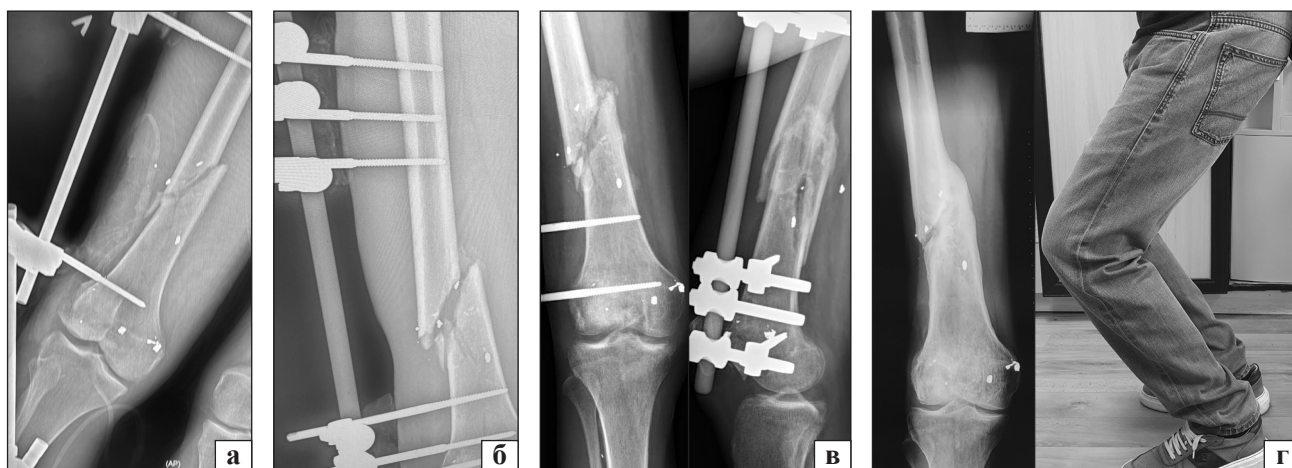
Рентгенограми та фото постраждалого З., 47 років на етапах лікування: а) після ПХО та фіксації кінцівки зовнішнім апаратом; б) після заміни конфігурації АЗФ через 2 тижні після травми; в) через 4 міс. перед зняттям апарата; г) через рік
